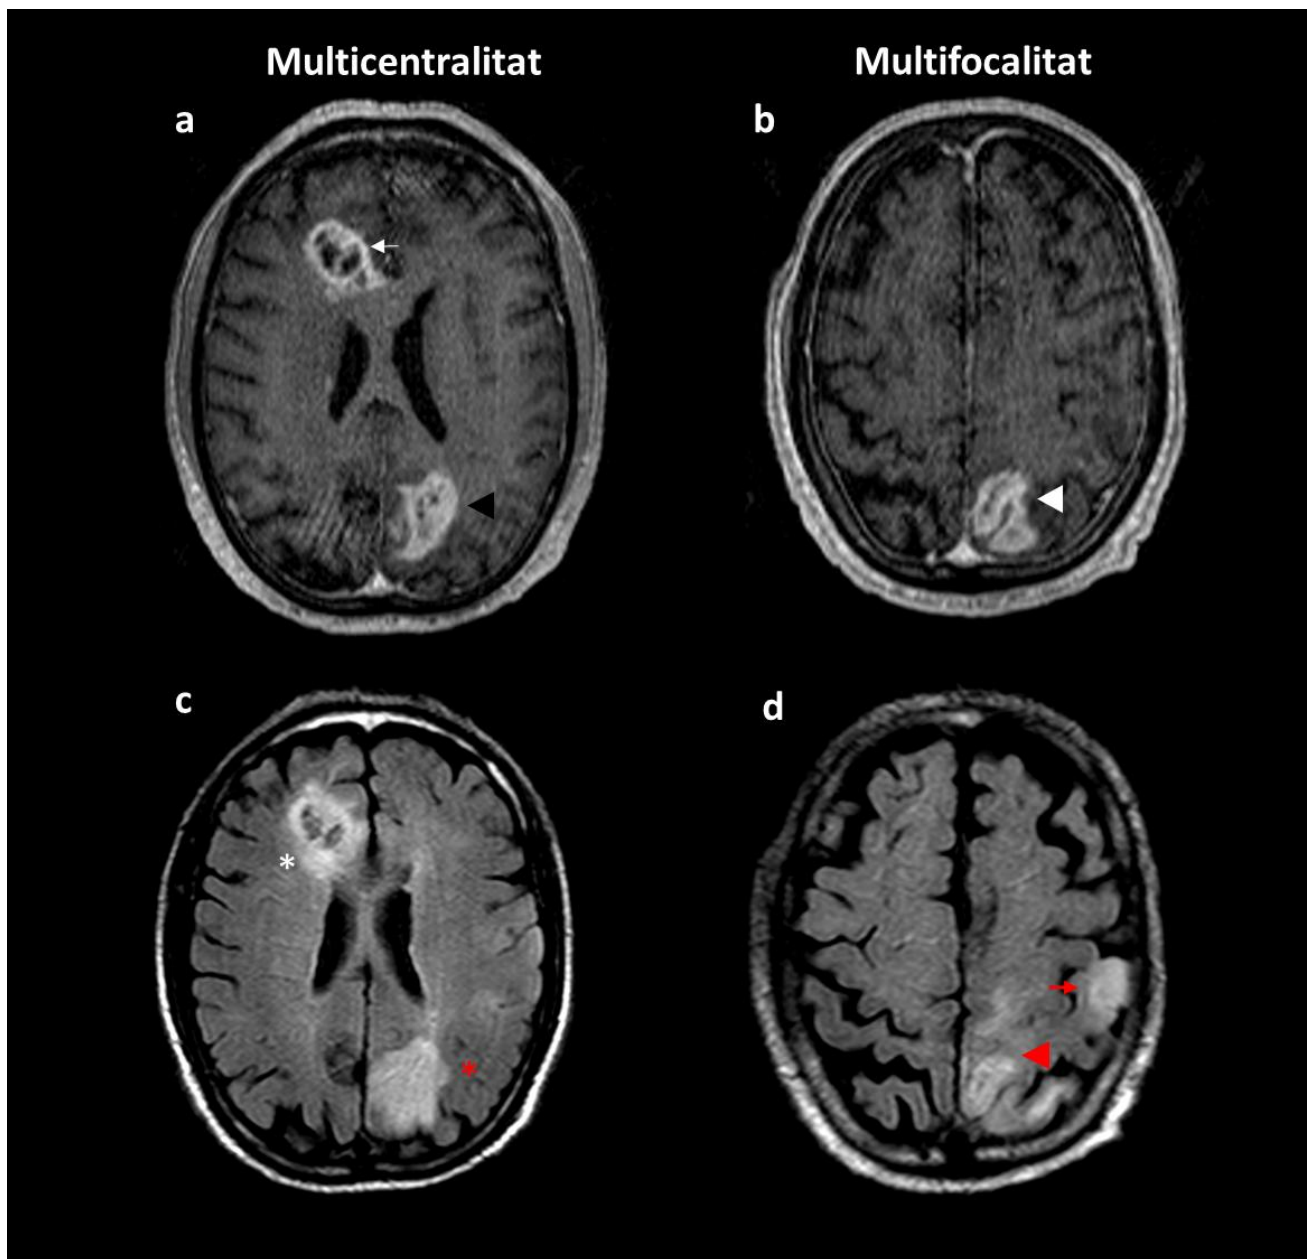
Multifocalitat i multicentralitat en el GB. Seqüències T1-Gd (a, b) i FLAIR (c i d). Les imatges (a) i (c), corresponen un pacient amb GB multicèntric. La lesió frontal parasagital dreta presenta captació perifèrica i centre necròtic (fletxa blanca), envoltada per edema vasogènic (asterisc blanc). Addicionalment, aquesta tumoració s'acompanya d'una lesió parietal a l'hemisferi cerebral esquerre, de característiques similars (LCC, cap de fletxa negra; LNCC, asterisc vermell). Les imatges b i d corresponen a un GB multifocal. Es mostra com una tumoració parietal parasagital esquerra amb gran proporció de LCC (cap de fletxa blanca), respecte a la LNCC (cap de fletxa vermell). S'observa una segona lesió al marge extern del gir postrolàndic esquerre (fletxa vermella)(Elaboració pròpia).
